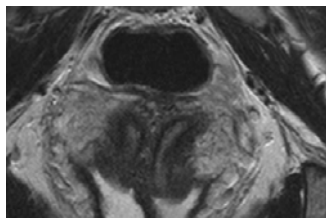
IRM Útero Didelfo Olpin, Imaging Mullerian Duct Anomalies. Clin Obst Gynecol 2009; 52 (1): 40 - 56
